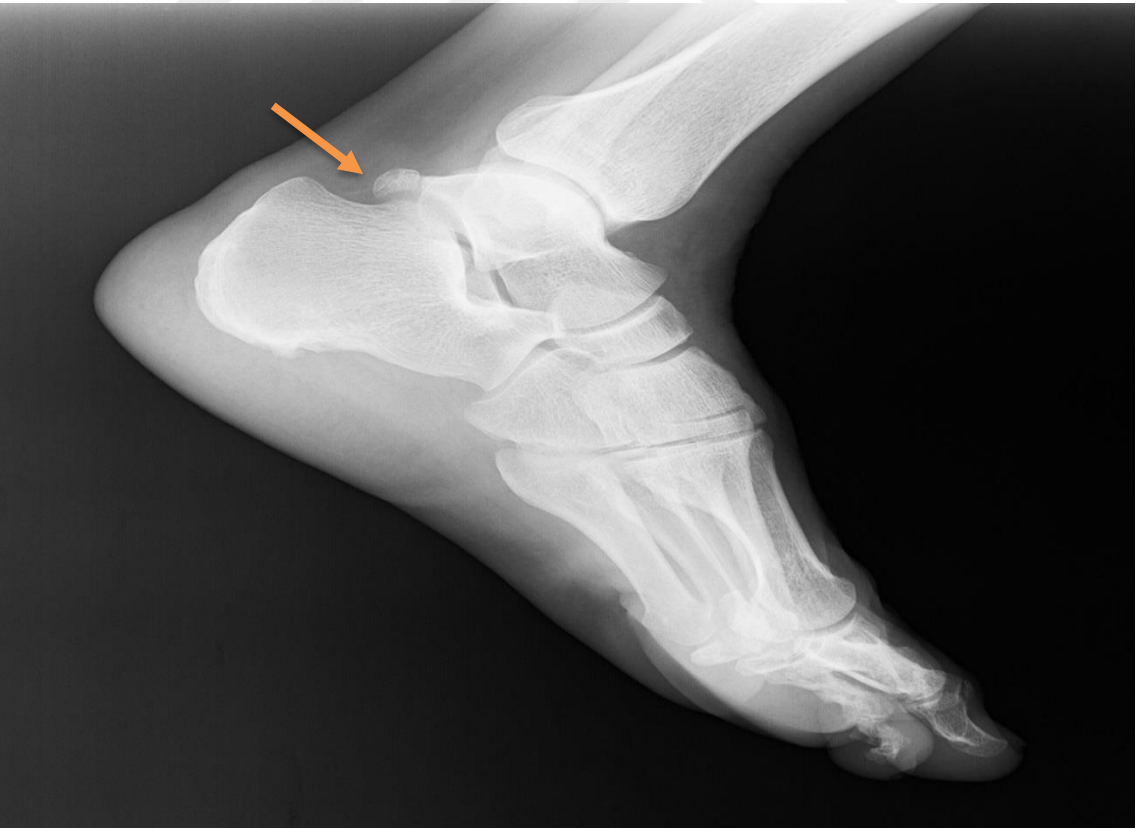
Yumuşak doku yaralanması olan erkek hastanın sağ ayak radyografisinde os trigonum
